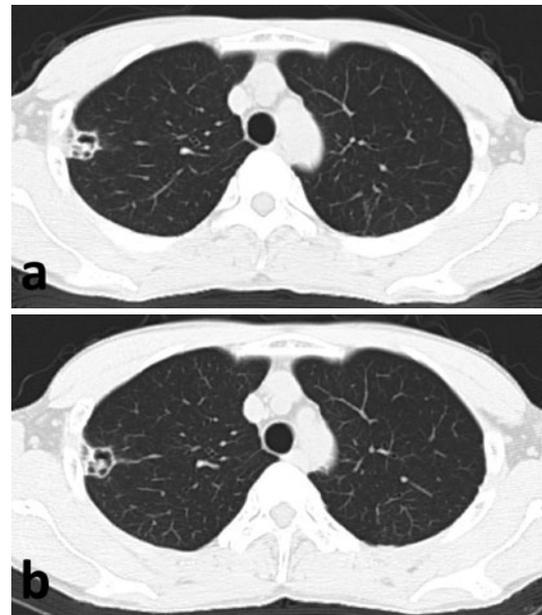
Chest CT three months after treatment (a), and six months after treatment (b), revealing slightly improved cavitary lesions after six months following treatment.
